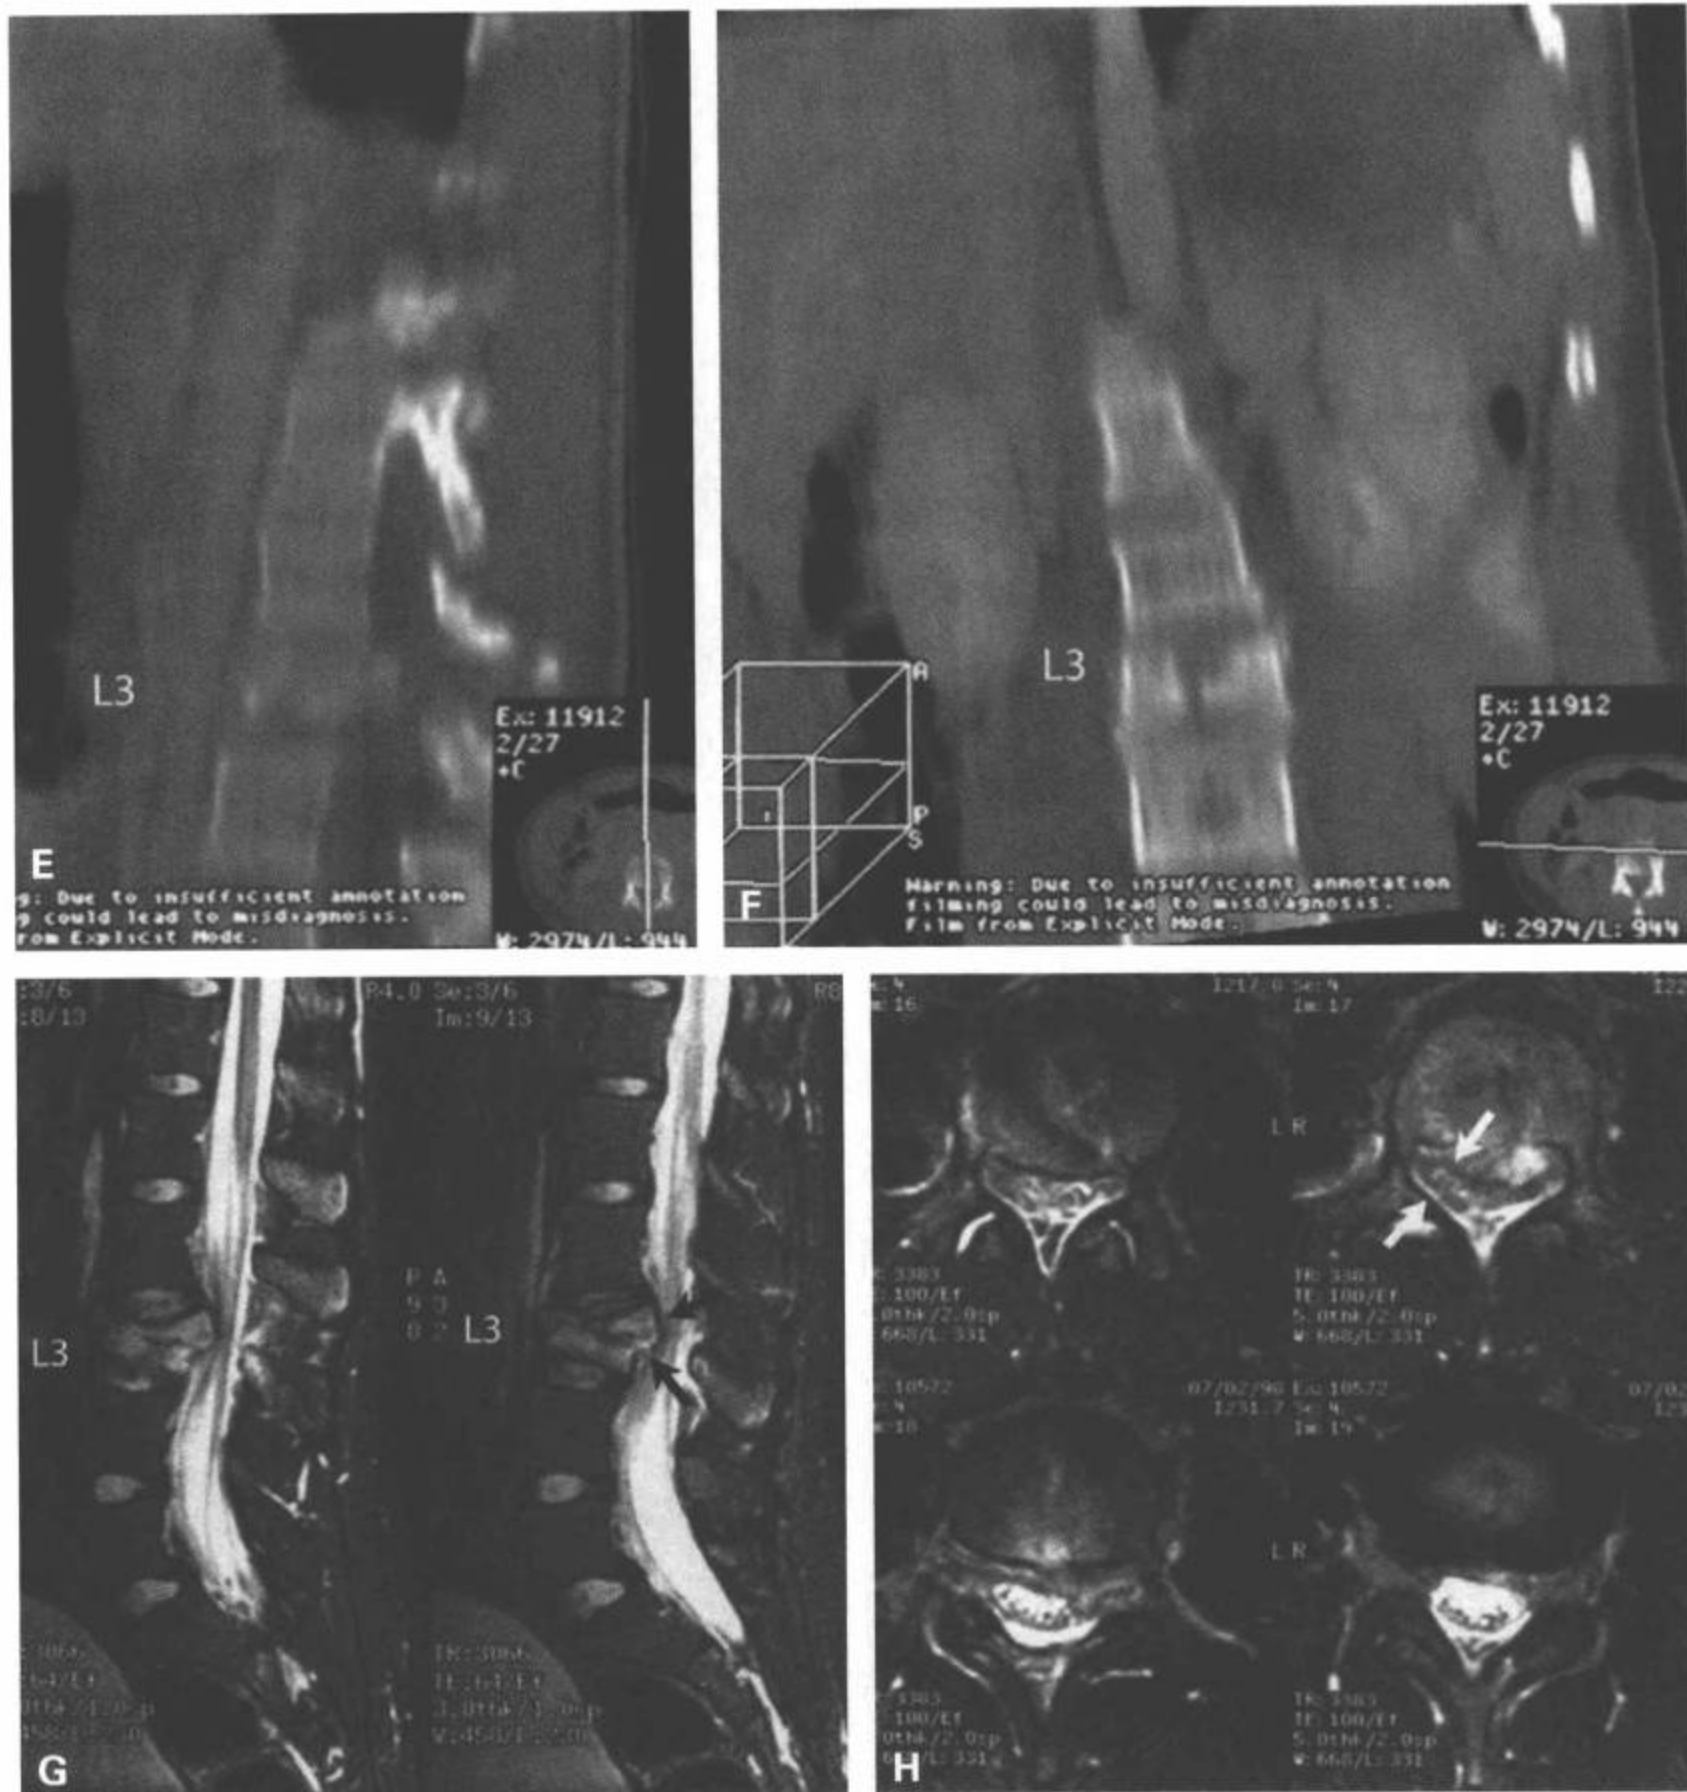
(续) CT矢状面重组(E)和冠状面重组图像(F)再次证明了平片上显示的骨折。腰椎矢状面T2加权(G)和横断面T2加权图像(H)显示L3椎体信号异常增高,椎体结构异常,骨碎片后移(G中箭),椎管前后径变窄(H中箭)。
